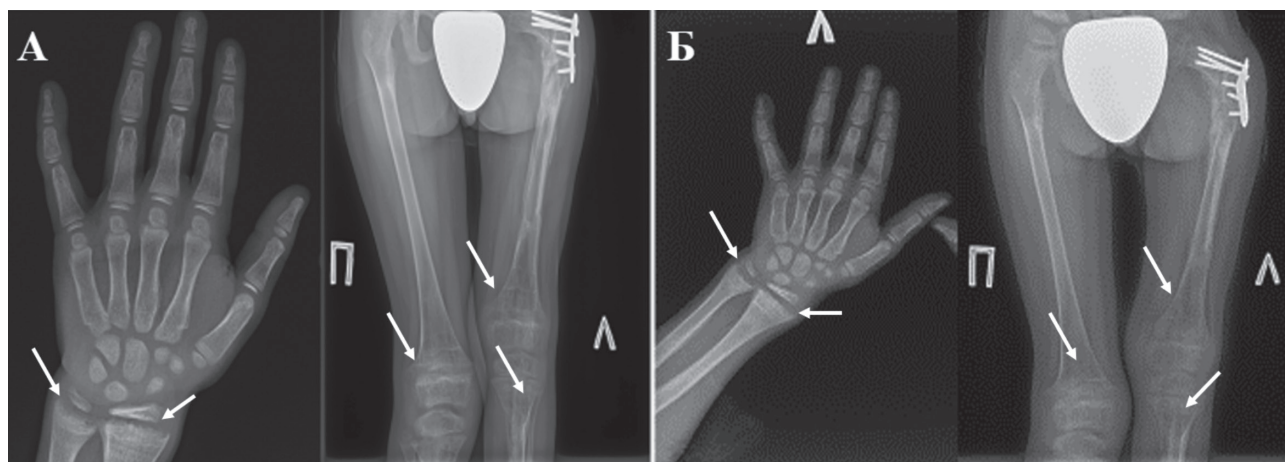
Рентгенография пораженных конечностей пациента 2 на фоне терапии. А – рентгенография верхних и нижних конечностей в возрасте 9 лет; Б – рентгенография в возрасте 11 лет. Белыми стрелками указаны зоны поражения костной ткани.
